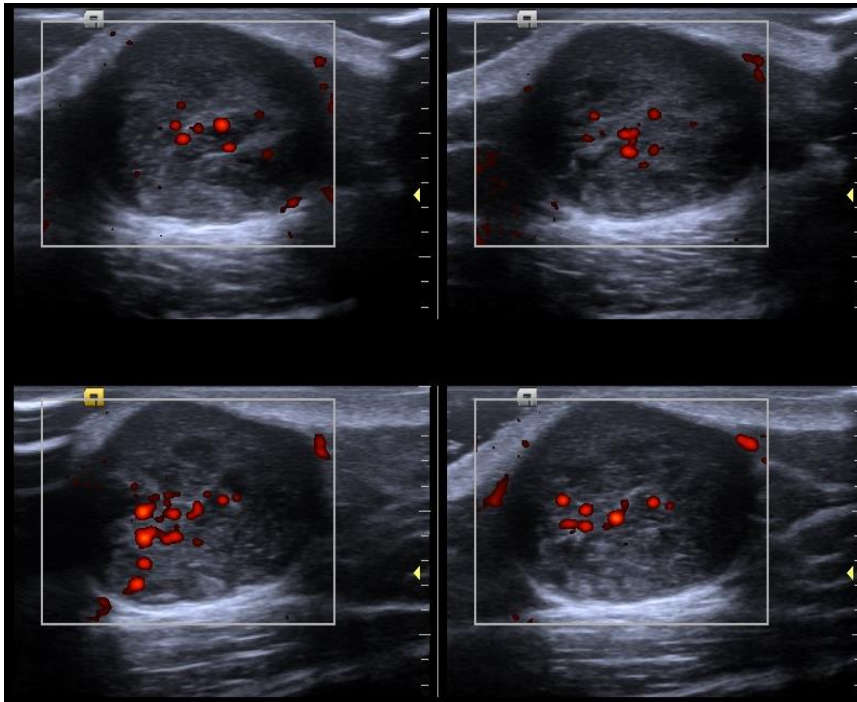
Nódulo descrito en la figura 1 que muestra vascularización central al estudio Doppler de poder.
